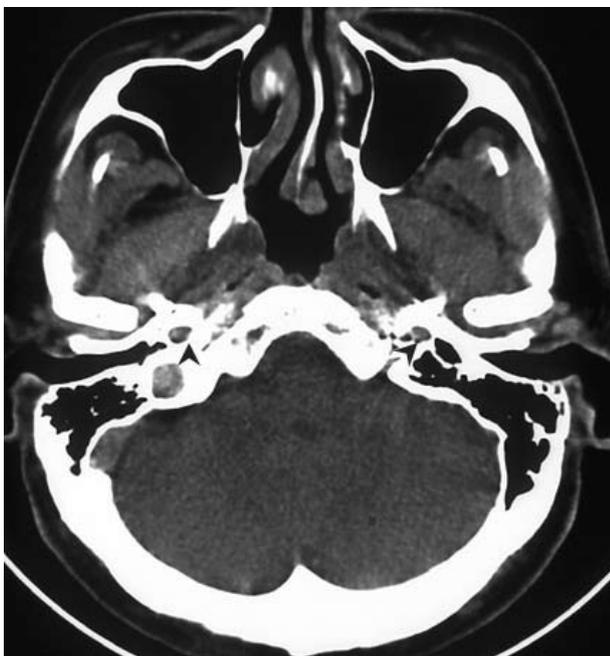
Axial CT image through the lower portion of the petrosal bone: bilateral carotid canals with a normal diameter (arrowheads) are shown.
